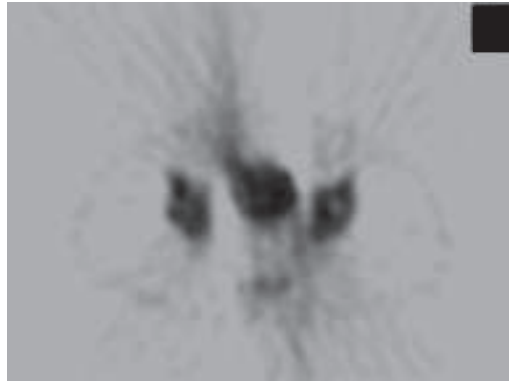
Corte axial de la región pélvica correspondiente a un estudio funcional óseo obtenido con un equipo SPECT clínico. Posición del paciente y vista del corte son las mismas que en la Fig. 1. La reconstrucción del mismo fue realizada por RPF. La imagen oscura y central corresponde a la presencia de orina en vejiga, y hacia sus laterales se observan las cabezas femorales. Cabe destacar el artefacto manifestado como dos manchas borrosas radiales que “emergen” de la vejiga en forma diametralmente opuestas; este es propio del incremento progresivo de actividad en vejiga y a la reconstrucción por RPF.
